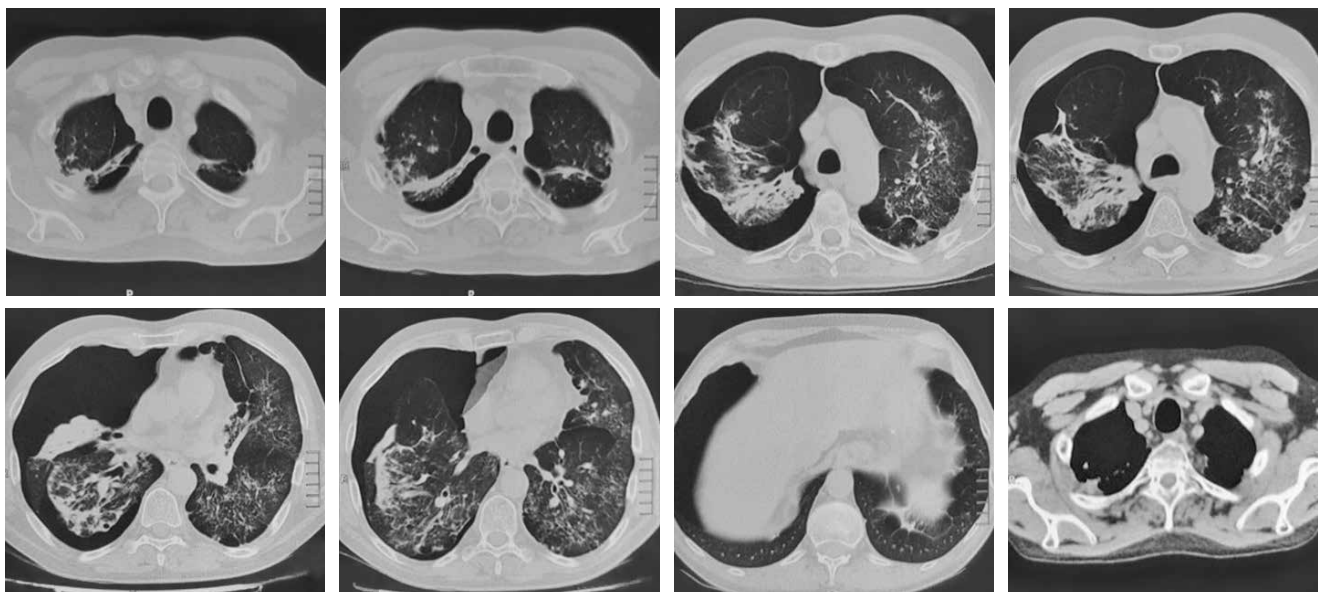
КТ ОГП пацієнта Б. при третій госпіталізації: на серії зрізів праворуч паренхіма зменшена в об'ємі, колабована повітрям на 1/3 свого об'єму; білатерально в легенях, полісегментарно визначаються ділянки посилення й сітчастої деформації легеневого малюнку, вузликова дисемінація середньої та слабкої інтенсивності, парасептальні були. КТ-ознаки правобічного пневмотораксу, гіперсенситивного пульмоніту
